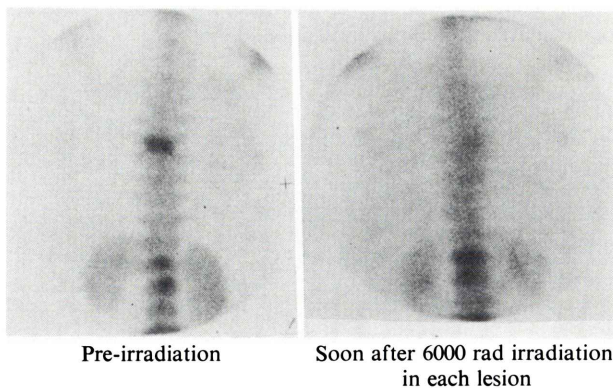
A 43 years old female, with metastases from breast cancer. In her pre-radiative bone scintigram, the accumulation of thoracic lesion was higher than that of lumbar lesions, but after irradiation the thoracic accumulation was decreased more than another.
